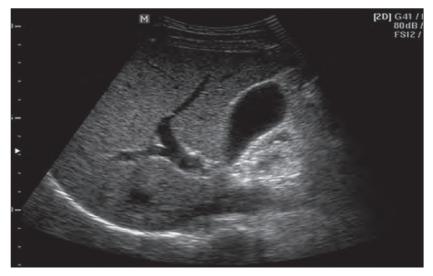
УЗИ брюшной полости больной А. через 4,5 мес. после консервативной терапии
